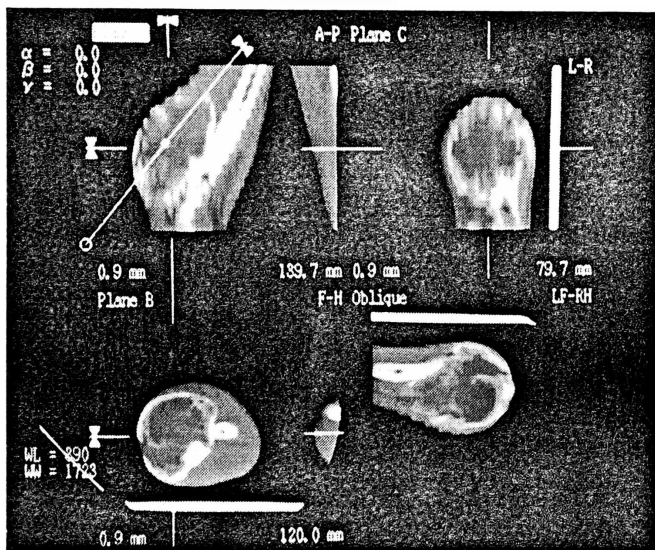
Компьютерная томограмма: выявляется экстраоссальный компонент.
